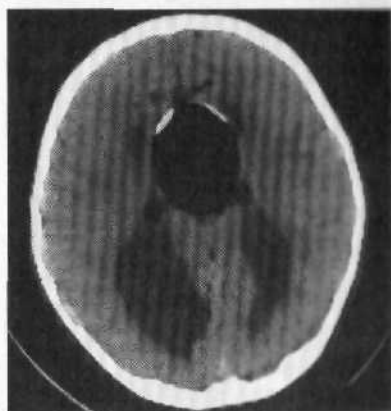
КТ ребенка 4 лет с липомой мозолистого тела.
